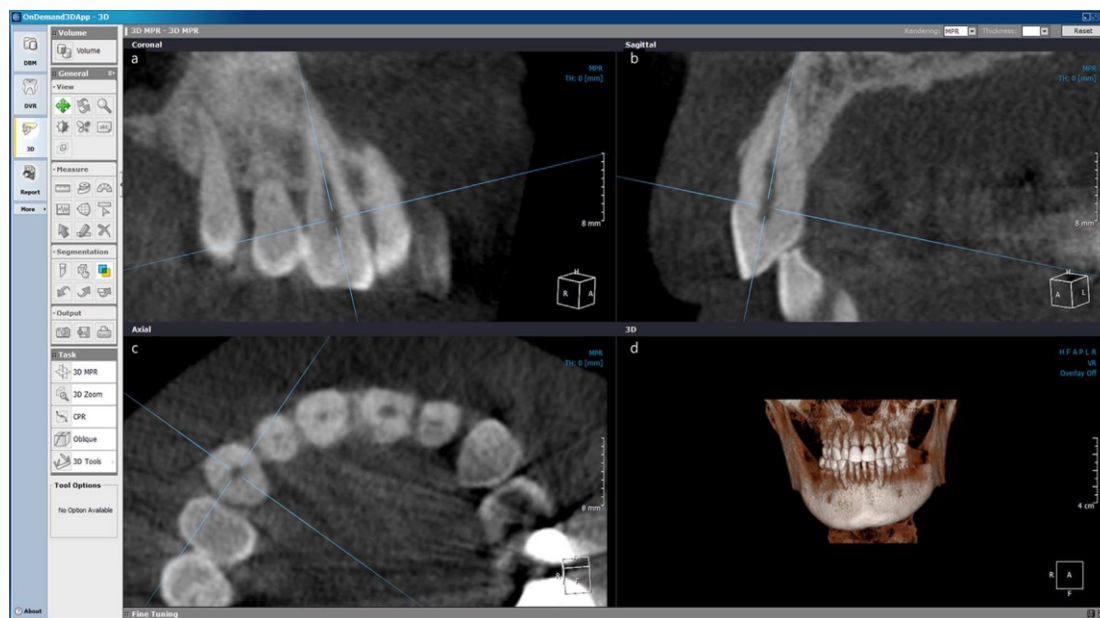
Imagem Bucolingual da visão sagital do canino direito maxilar em CBCT. a) visão coronal do canino direito maxilar, b) visão sagital do canino direito maxilar, c) visão horizontal do canino direito maxilar. d) Imagem dianteira 3D do assunto da análise (Lee et al., 2017).
